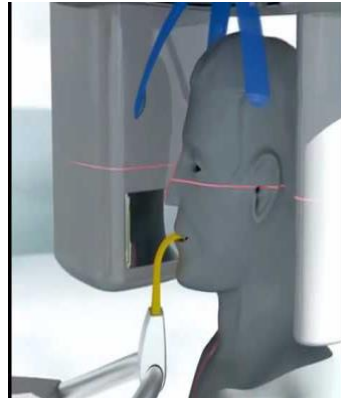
colocación del paciente en el ortopantomógrafo.⁵
